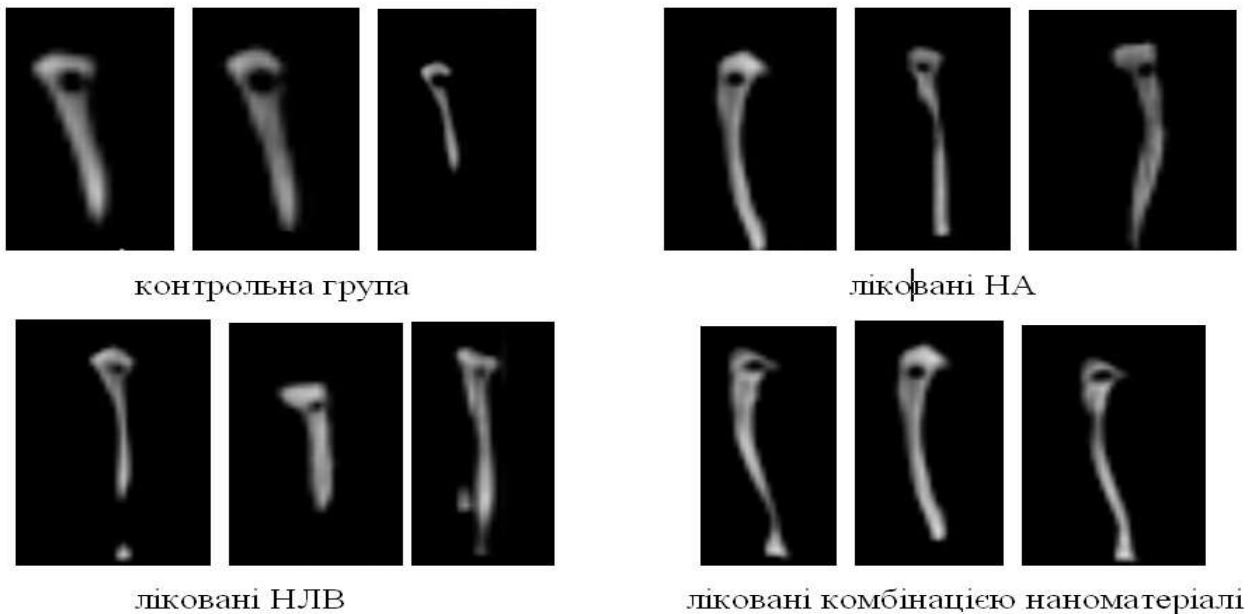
Комп'ютерна томографія великогомілкових кісток у тварин контрольної групи, після лікування наноаквахелатами, наночастинками ловастатину і сумішшю наноматеріалів на 14-ту добу експерименту
